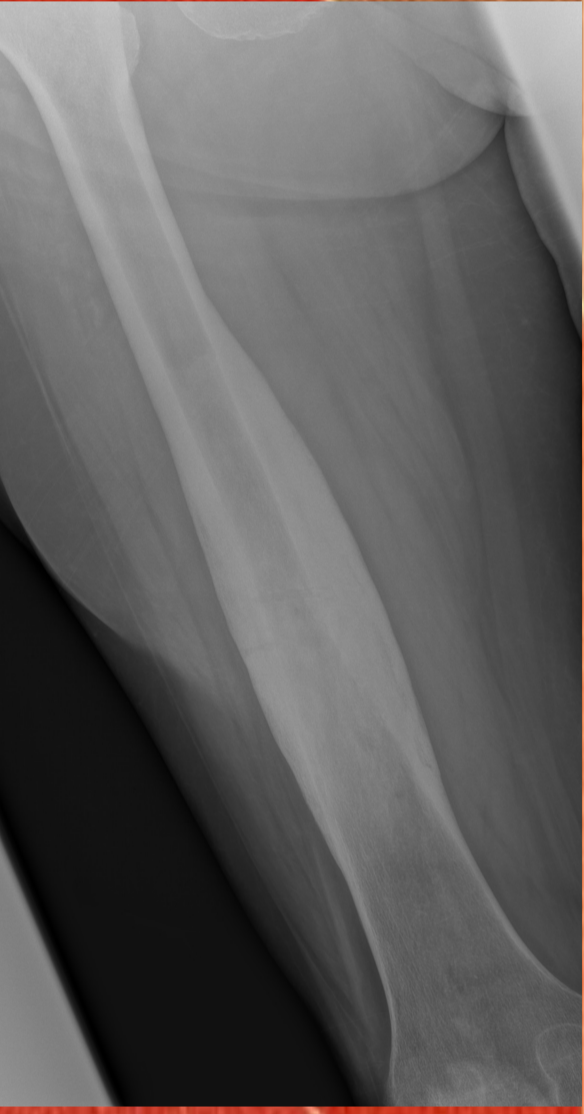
Radiografía AP de fémur derecho (2021)
